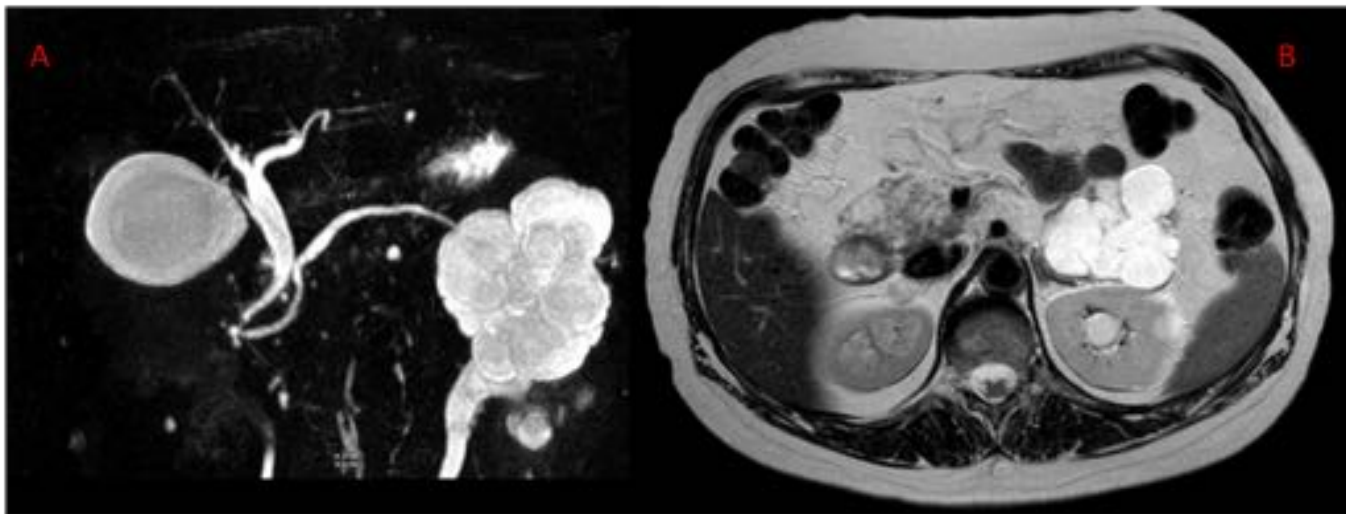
Paciente mujer de 64 años con antecedentes personales de neoplasia de cérvix estadio IV, en cuyo control se diagnostica incidentalmente la LQP. Colangio RM con reconstrucción MIP (Imagen A) y secuencia T2 (imagen B): Lesión poliquística de 7,6 x 6,5 x 6 cm, en cuerpo/cola pancreática, con paredes finas, sin componente sólido ni comunicación con el conducto pancreático principal.
